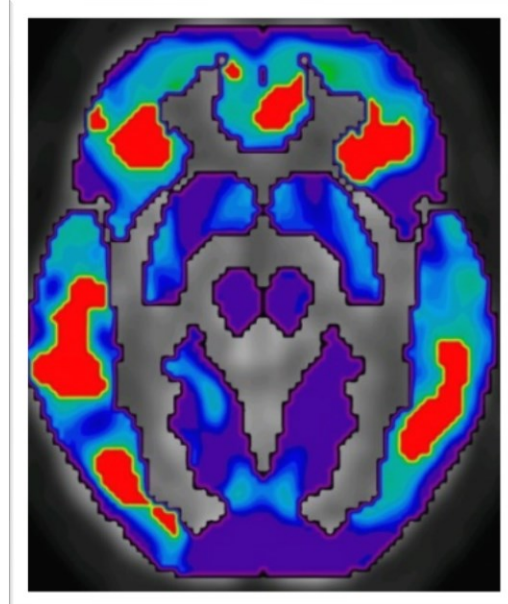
Beispielhafte PET II von Proband JF221034
